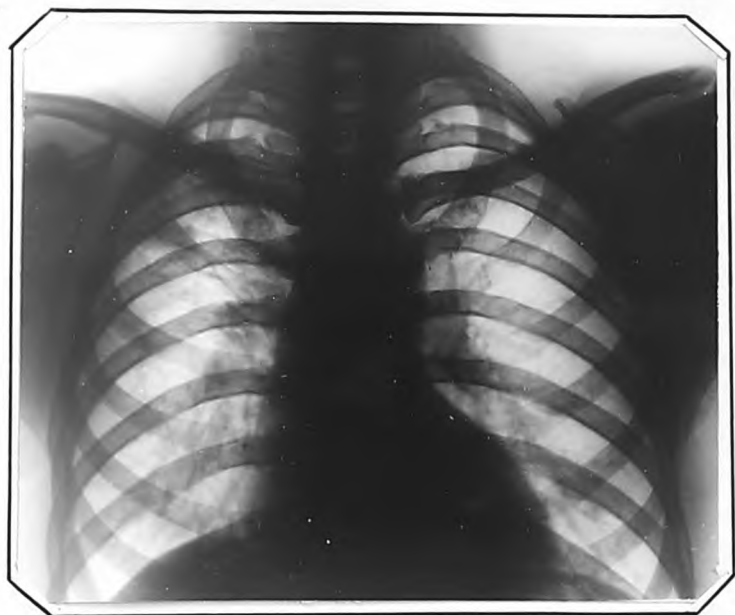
Рентгенограмма больного У., от 14.УП.1956 г. Воспалительные изменения справа почти полностью рассосались. На фоне рубцовых изменений обнзвествленные очаги.
